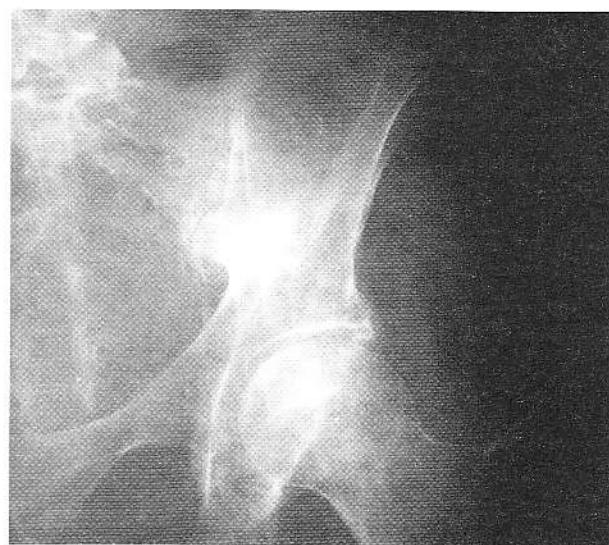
Radiografie de bazin stâng (săptămâna a 3-a de la internare).
